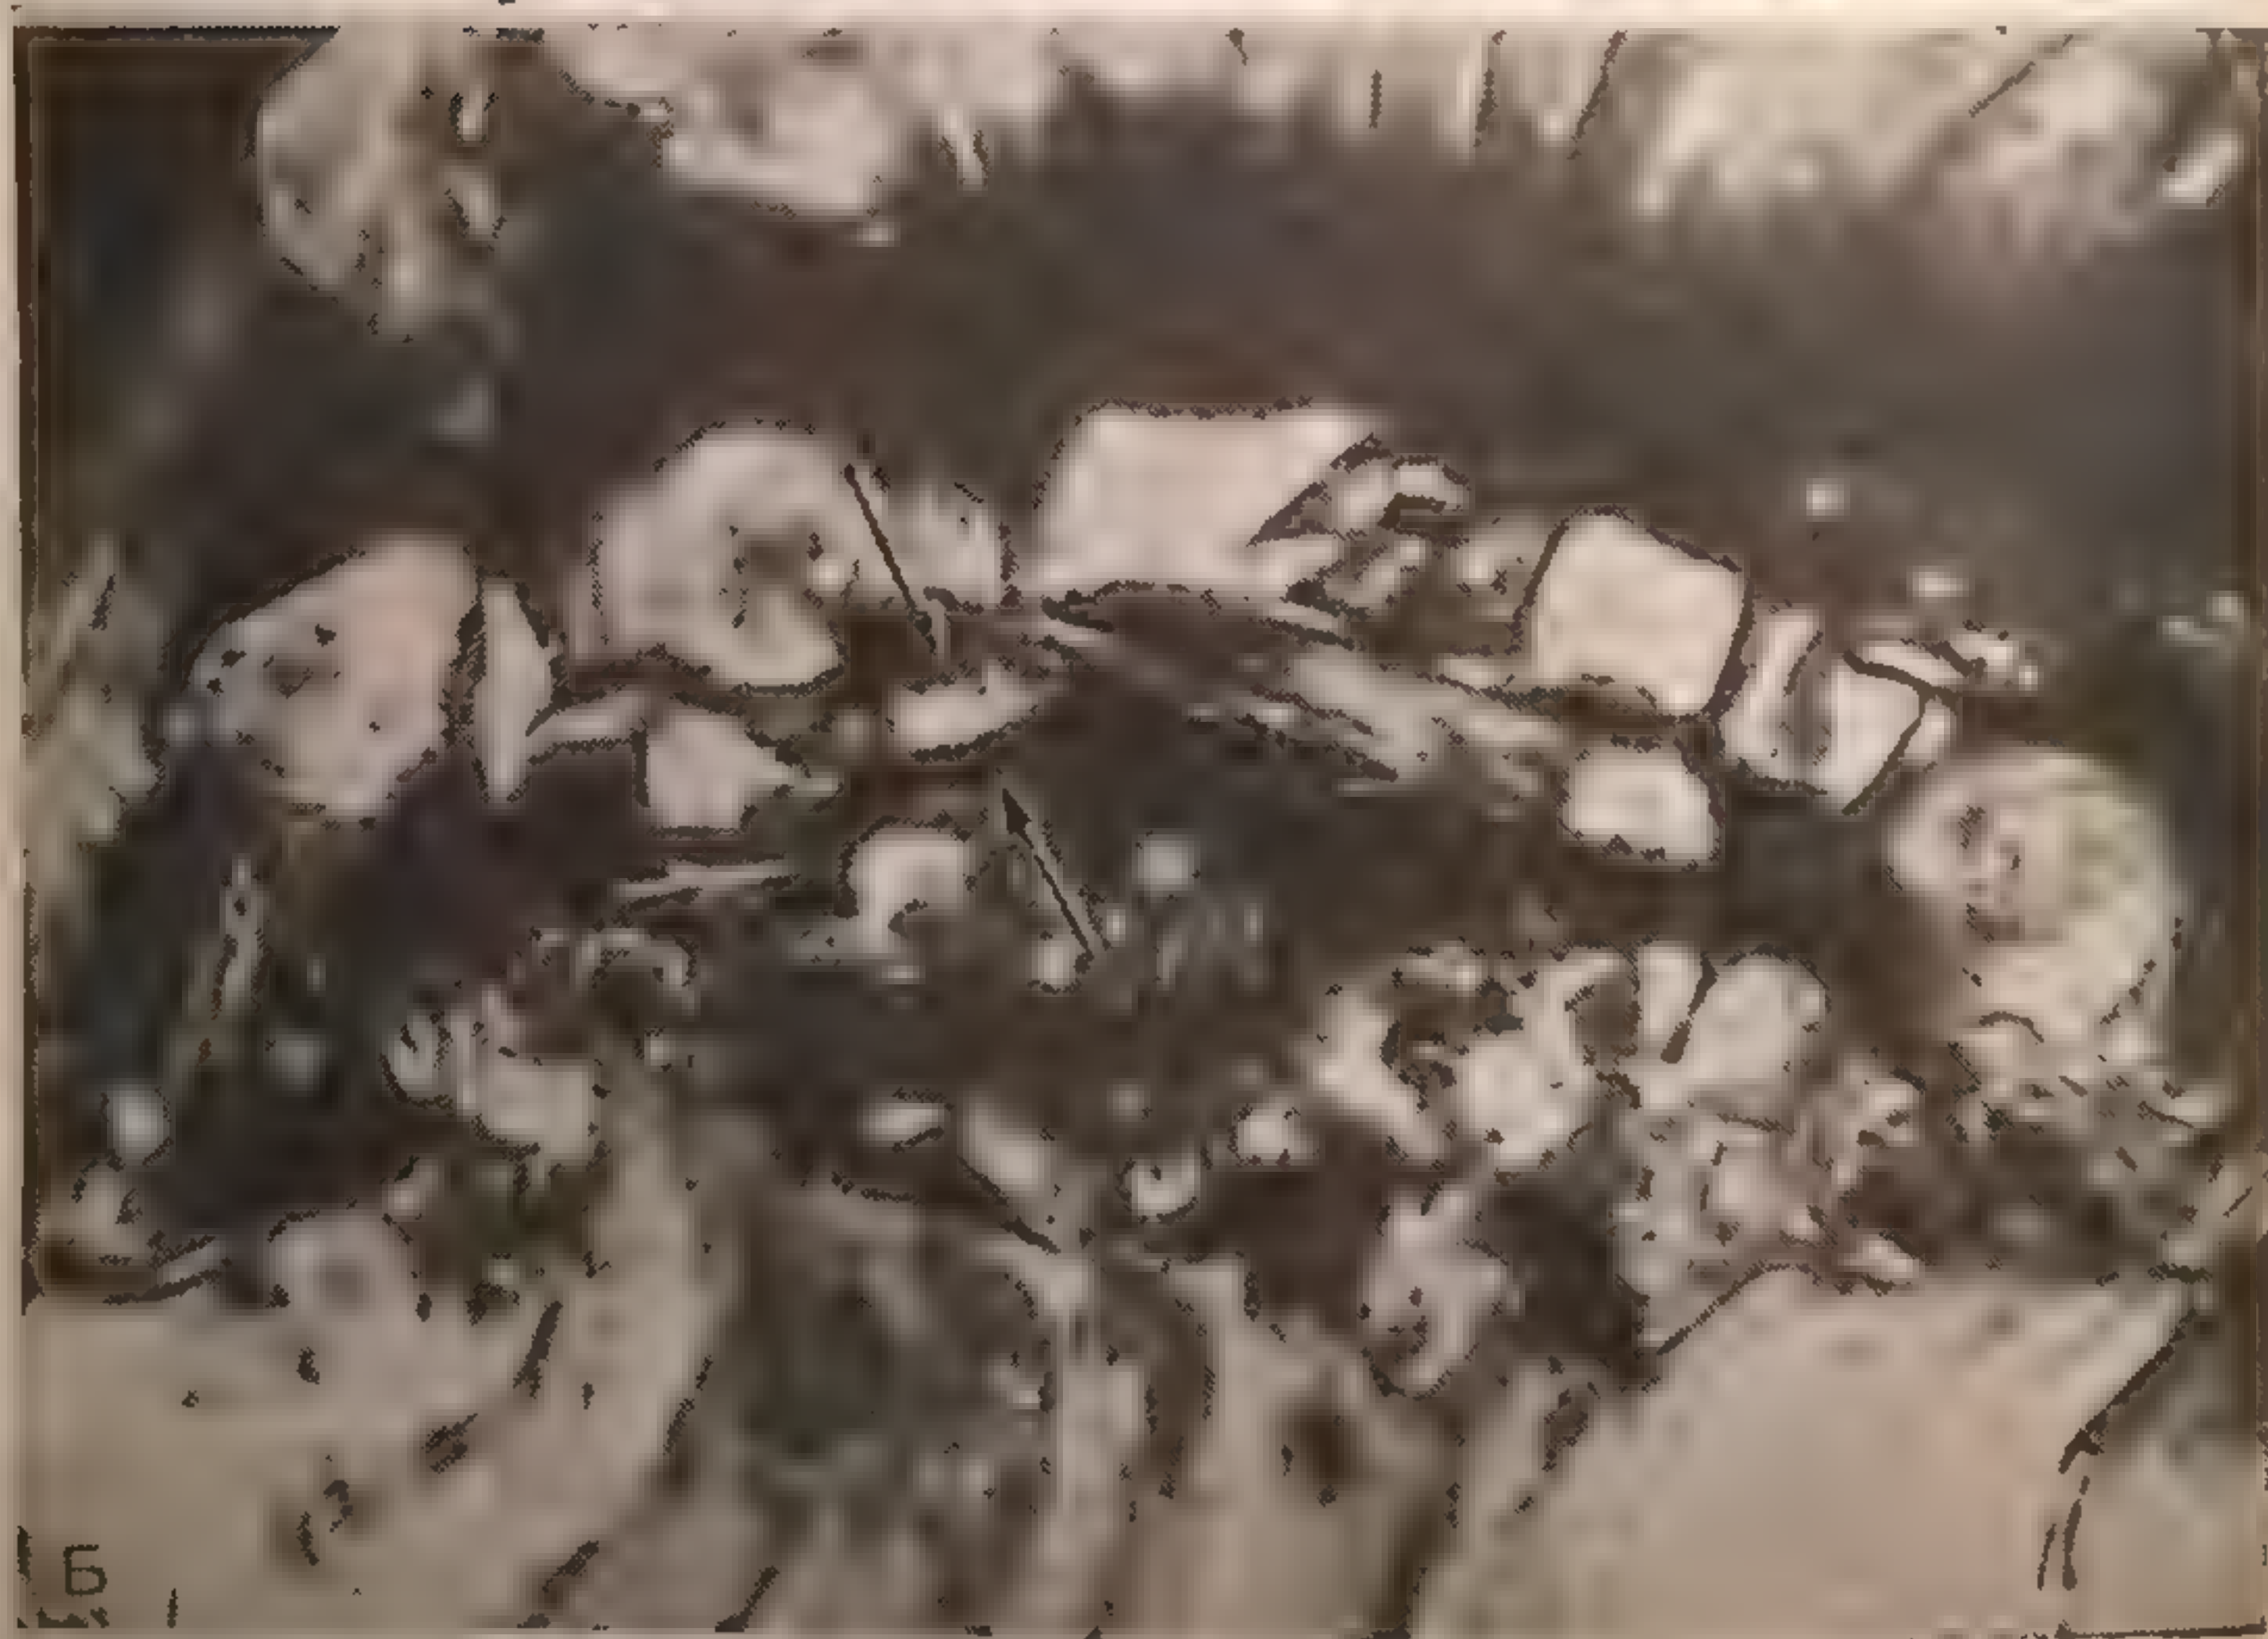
Рентгенограмма ребенка, рожденного женщиной, рентгенограммы брюшной полости которой показаны на рис. 17 (А). Стрелкой отмечена пуля, застрявшая в грудном отделе позвоночника. Б — Патологоанатомический препарат, на котором стрелками показана пуля, находящаяся на уровне T_4-T_5 .
